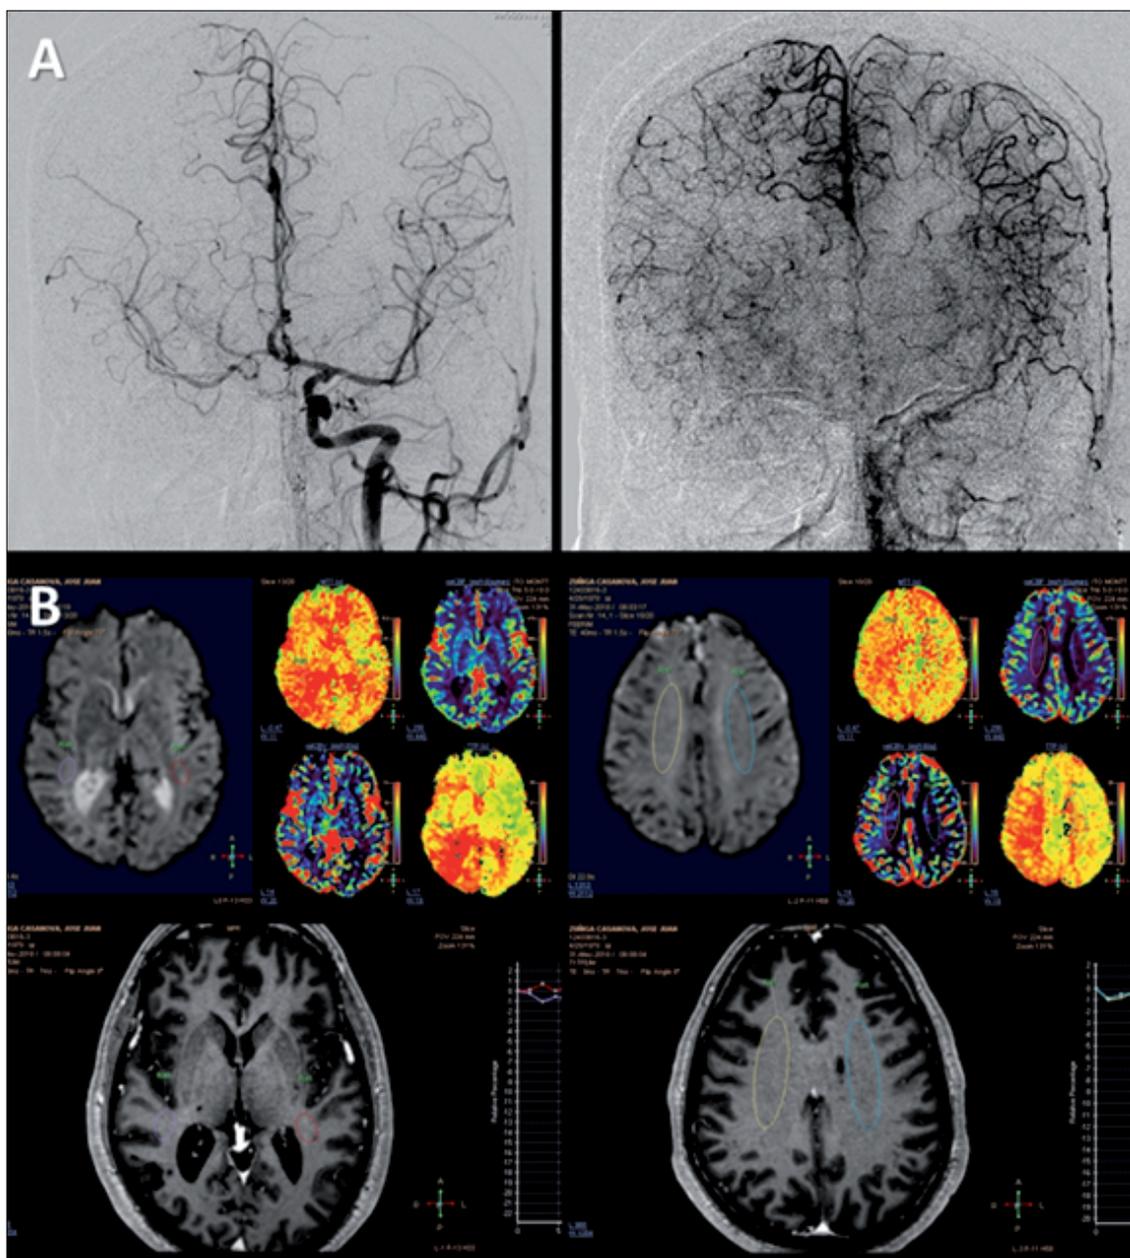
A. Angiografía convencional muestra pobre llenado arterial de hemisferio derecho tanto en fase inicial (izquierda) como tardía (derecha); B. Resonancia magnética muestra enlentecimiento de la perfusión del hemisferio derecho (en rojo: aumento del tiempo de tránsito medio; MTT).
